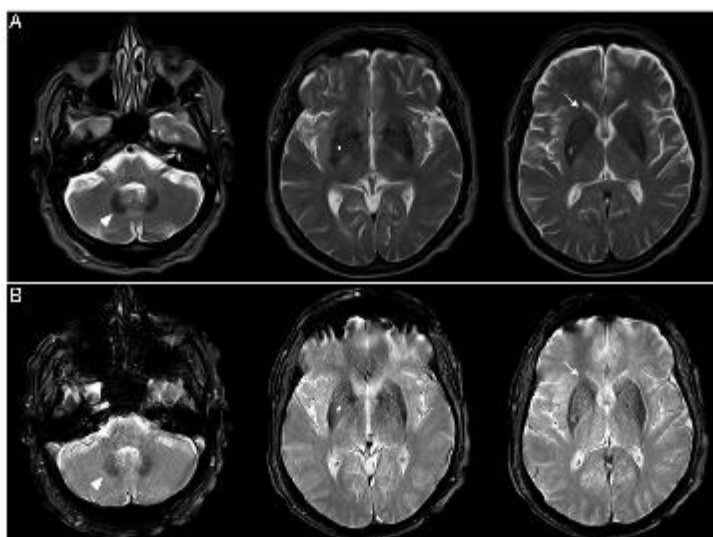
Imagen por resonancia magnética: A) Cortes axiales en secuencia SE potenciadas en T2 (A) y EG potenciadas en T2*. B) Marcada hiposeñal, debido al incremento de los depósitos de Fe en los núcleos dentados (punta de flecha) lentículoares (asterisco) y cabeza de ambos caudados (flecha).
